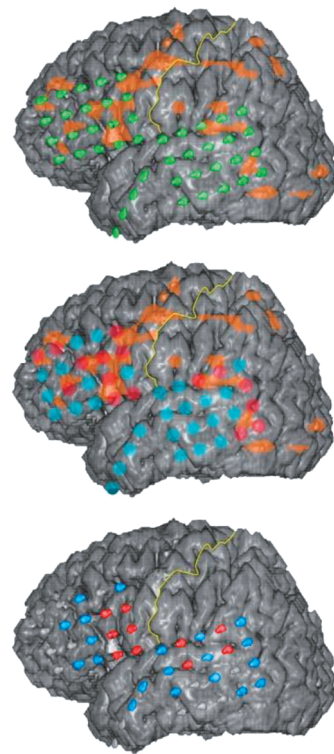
3 次元 MRI、fMRI および硬膜下電極の融合画像
